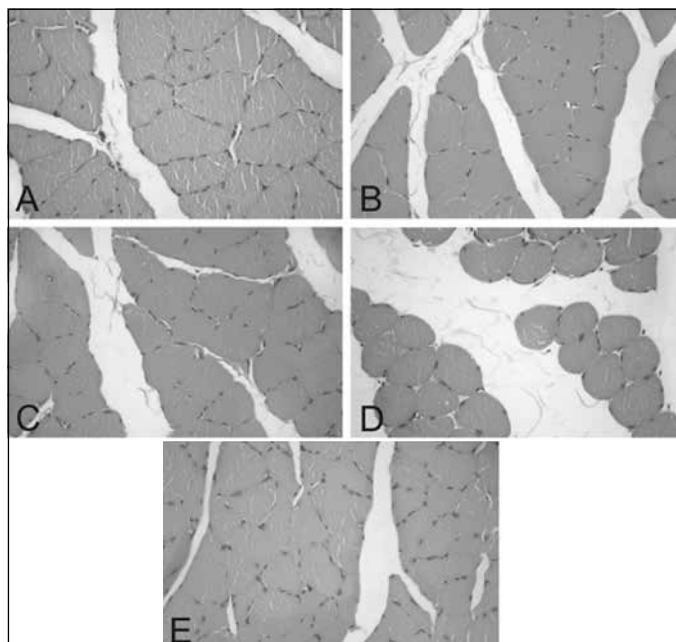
Cortes transversais de músculo sóleo de diferentes grupos experimentais. As micrografias representativas de 10 animais por grupo experimental. Grupos controle: (a) ração (CR), (b) creatina (CC), (c) decanoato de nandrolona (CA). Grupos treinados: (d) creatina (TC), (e) decanoato de nandrolona (TA). 400x.
